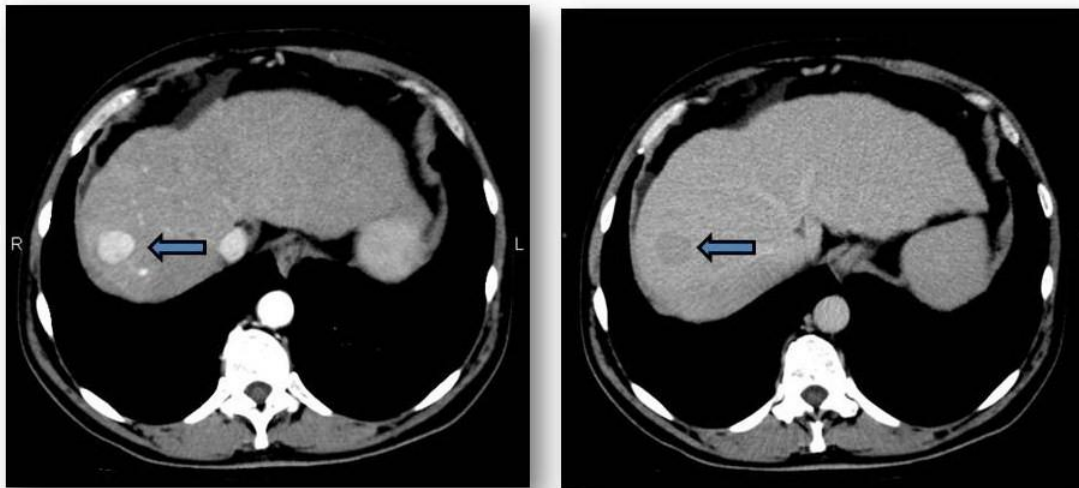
Tomografía dinámica de un hepatocarcinoma. Obsérvese el realce en fase arterial (flecha izquierda) y el lavado en fase portal (flecha derecha)
